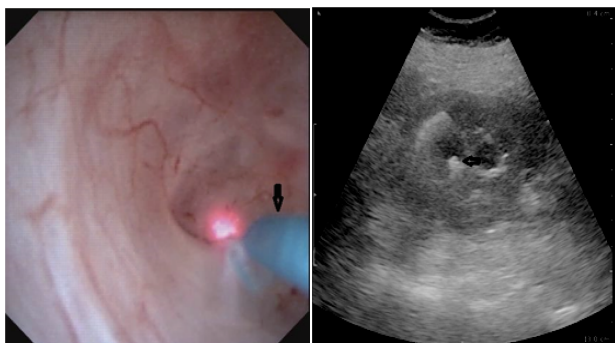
超声引导下钬激光放置于闭锁的盏颈口(箭头所指为钬激光光纤)
